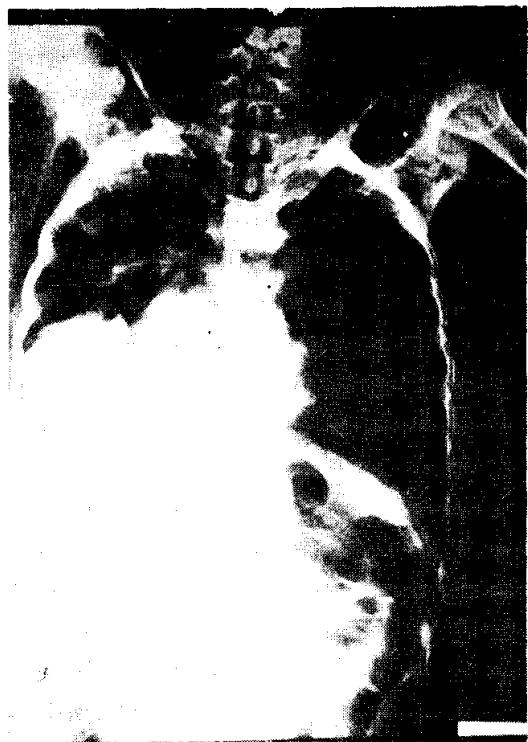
Postoperative 5th day roentgenogram of chest P-A.
